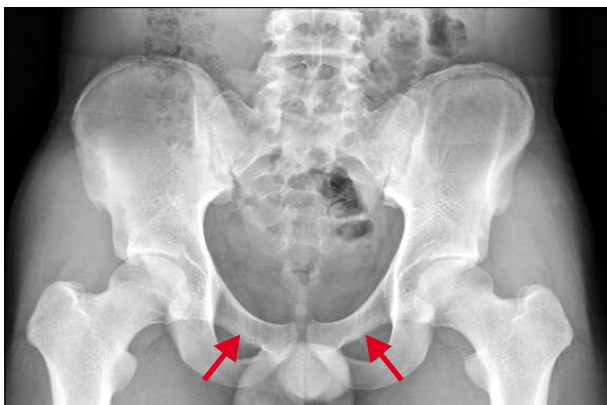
Radiograph on the pelvic. Showing stress fracture of the both superior pubic ramus (arrows).
